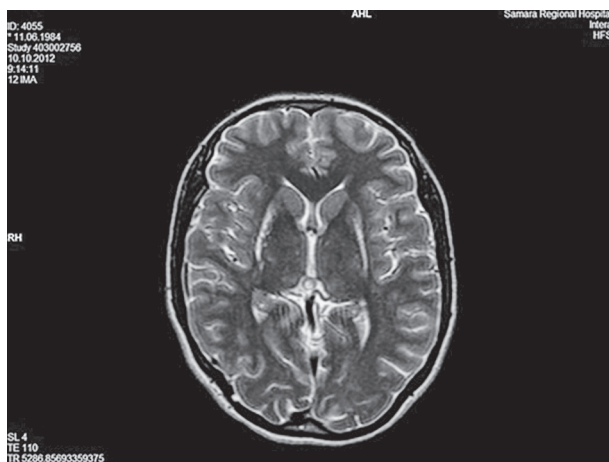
Магнитно-резонансная томограмма больной О. Диагноз: атрофия зрительных нервов Лебера с дистонией
